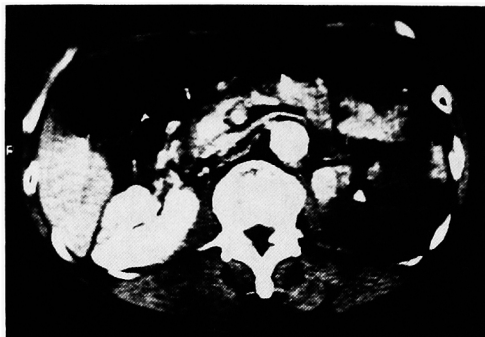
CE-CT scan: Left kidney did not show enhancement by contrast medium except for the upper segment.
